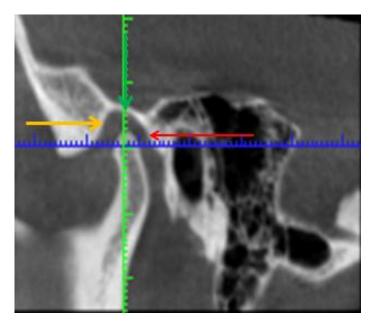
Та же больная. Компьютерная томография (КТ). Через 1 год после лечения. Ортогнатический прикус. Центральная окклюзия. Соотношение элементов сочленения, размеры костных суставных отделов и суставной щели в норме.
